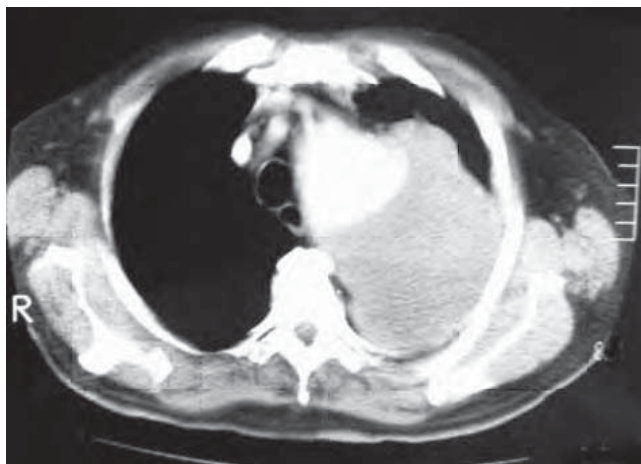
/10. Paciente de 82 años de edad que consulta por expectoración hemoptoica de dos meses de evolución. En la radiografía de tórax se constata un voluminoso aneurisma del cayado aórtico. En la TAC de tórax se comprueba que el aneurisma presenta un gran trombo mural, pero la pared libre contacta con la tráquea y el bronquio izquierdo. Al ser trasladado al departamento de cirugía, el paciente presenta una hemoptisis masiva de sangre fresca y coágulos y fallece.
